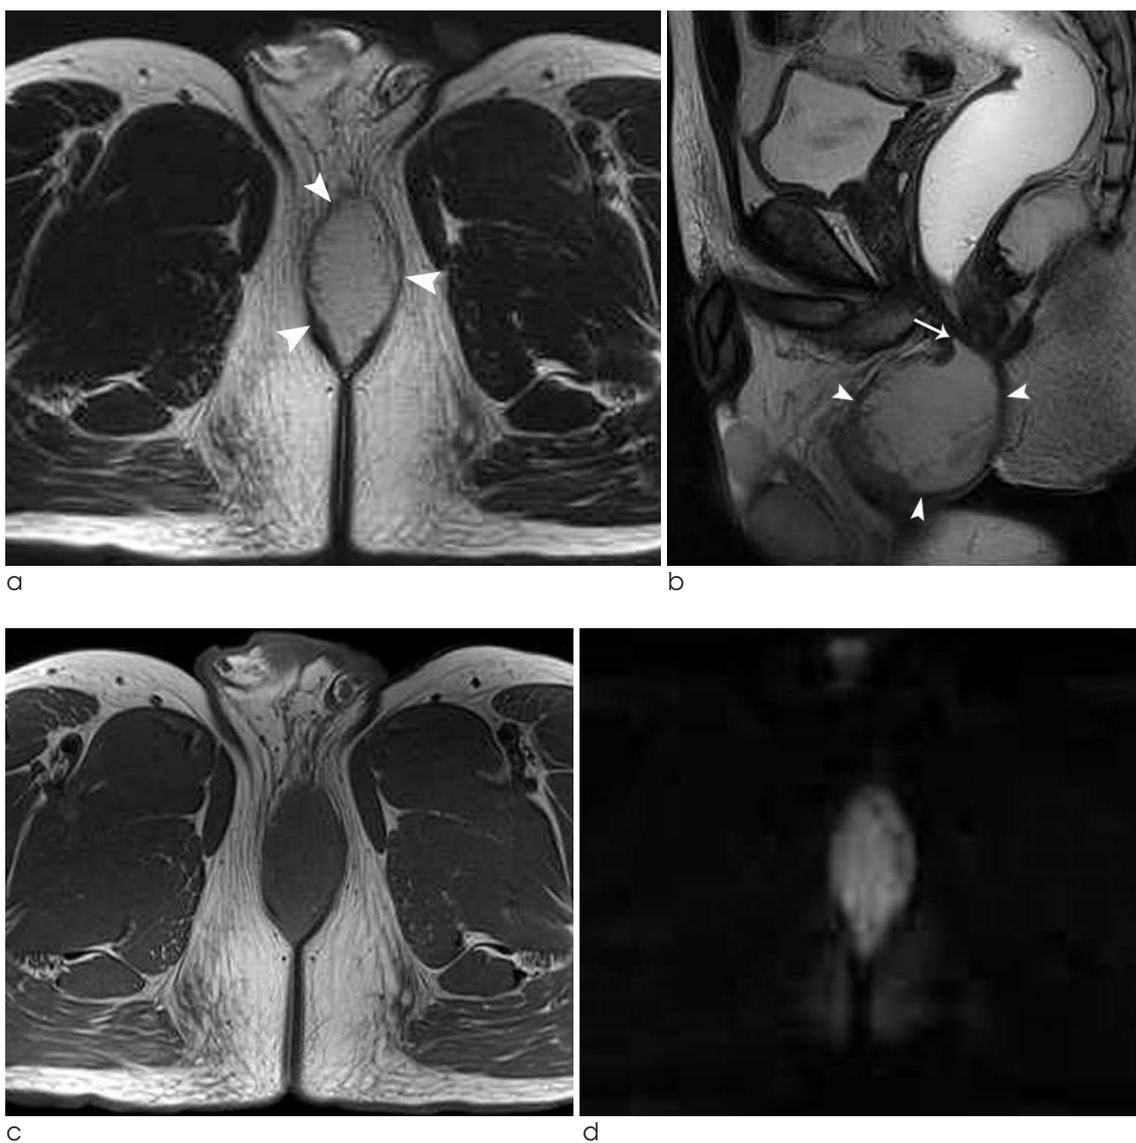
(a) Axial and (b) sagittal T2-weighted images show well-circumscribed oval shaped hyperintense mass (arrow heads) in the perineum with peripheral hypointense rim and internal septations. The mass extends into intersphincteric space (arrow) superiorly. c. On axial T1-weighted images, the mass shows low signal intensity. d. Diffusion weighed image at $b=800 \text{ sec/mm}^2$ shows prominent internal hyperintensity in the mass.
